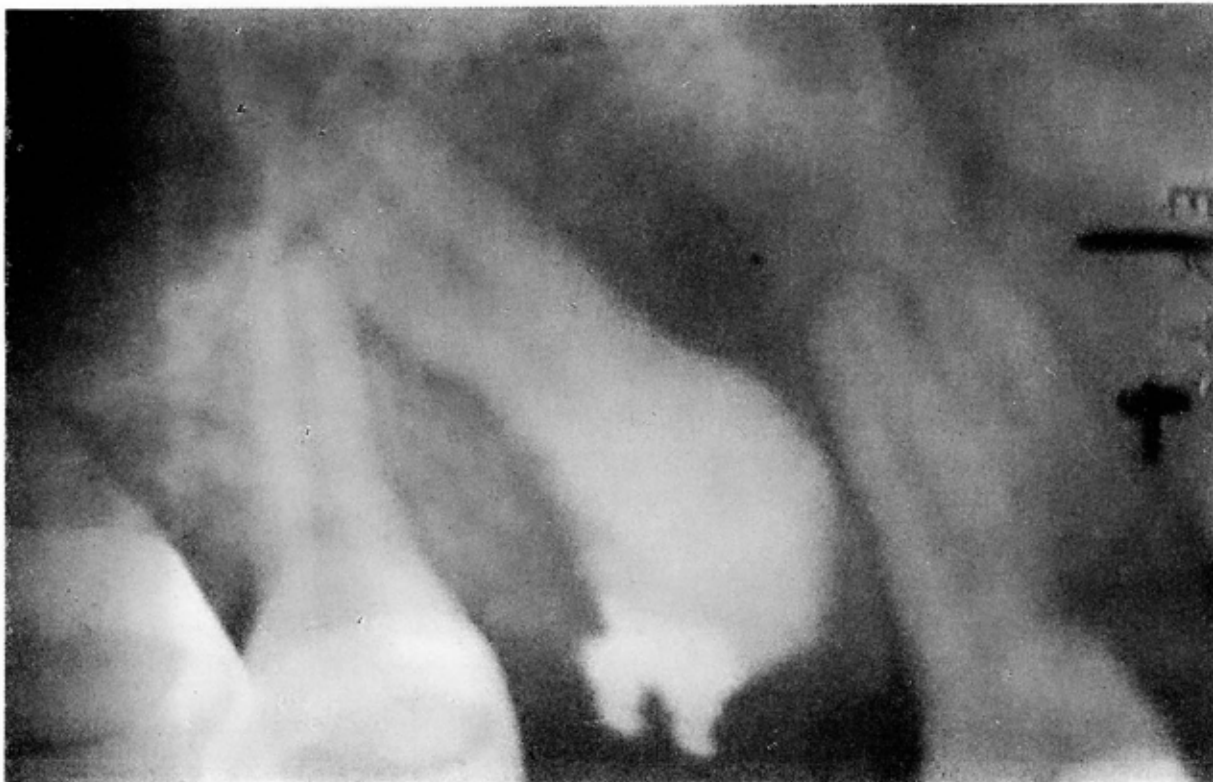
Radiografía periapical que muestra al canino con aditamento de ortodoncia para guiarlo a su sitio normal.
